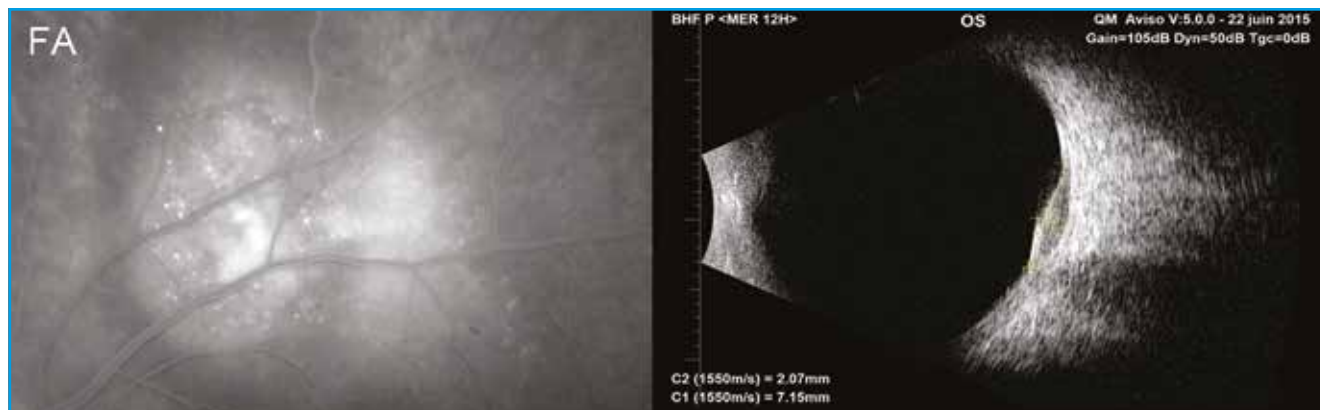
Mélanome choroïdien (même patient que la fig. 6). Le cliché tardif de l'angiographie à la fluorescéine montre les zones d'hyperfluorescence en tête d'épingle (*pin points*) et on note la coloration du DSR. En angiographie au vert d'indocyanine, on peine à identifier une vascularisation intrinsèque à la lésion. L'échographie montre le "vide d'écho" associé à la faible réflectivité liée à l'homogénéité de la lésion. En arrière de la lésion, il persiste des échos, ce qui montre la faible atténuation dans la tumeur. L'examen permet de mesurer l'épaisseur et le diamètre de la lésion (clichés TD).
